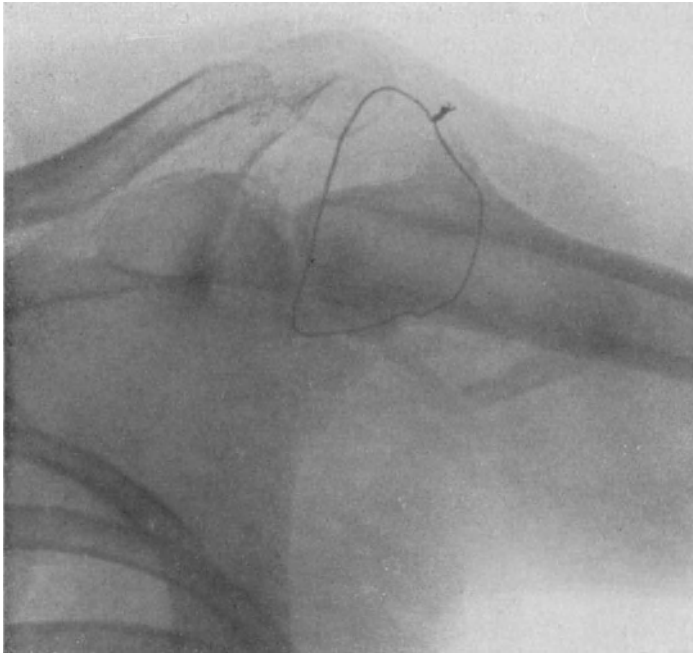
Röntgenbild einer Arthrodese im Schultergelenk (Hohmann).
